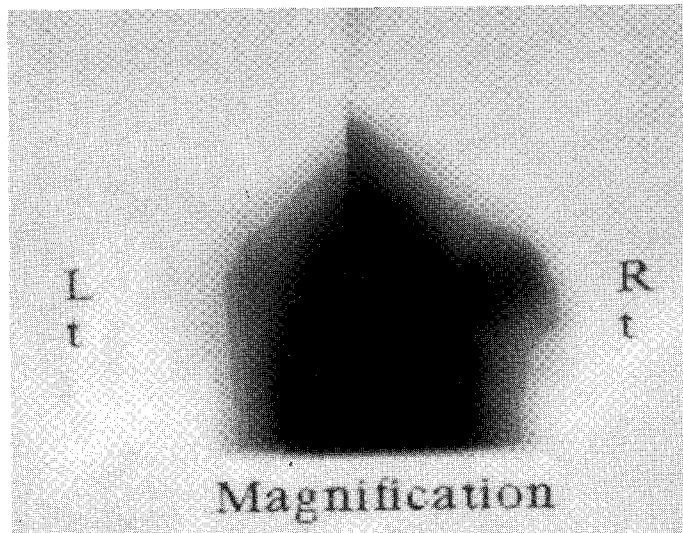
Grade 3 pattern of  $^{99m}\text{Tc}$ -MDP mammoscintigraphy in patient with fibroadenoma. Right breast shows focal hot uptake. Excision biopsy result is benign fibsoadenoma Grade 3 pattern is not specific to malignant lesion.
